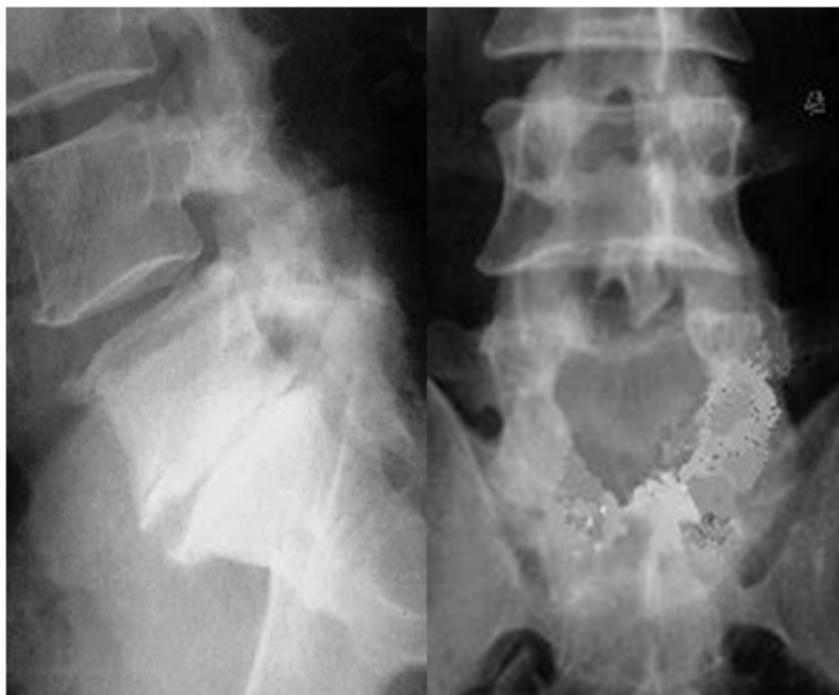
Radiografías que muestran la liberación simple en estenosis L5-S1.
